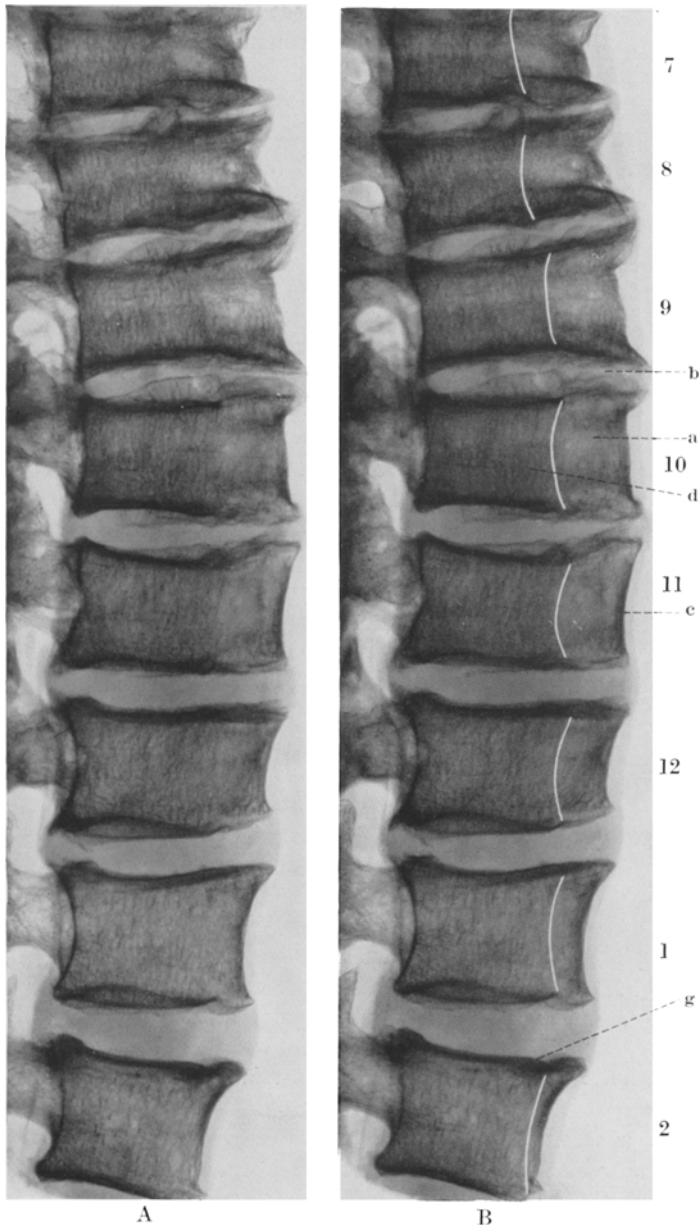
Röntgenbild der einen Wirbelsäulenhälfte, 7 Brust- bis 2. Lendenwirbelkörper. Im Bilde rechts die Grenze zwischen alten Wirbelkörpern und ihrem neuen Zuwachs eingezeichnet. Im Bilde links verkleinern sich die Wirbelkörper entgegen der Regel nach unten, im Bilde rechts verkleinert sich nach unten bloß der neue Zuwachs, die alten Wirbelkörper aber werden, wie normal, nach unten immer größer.
